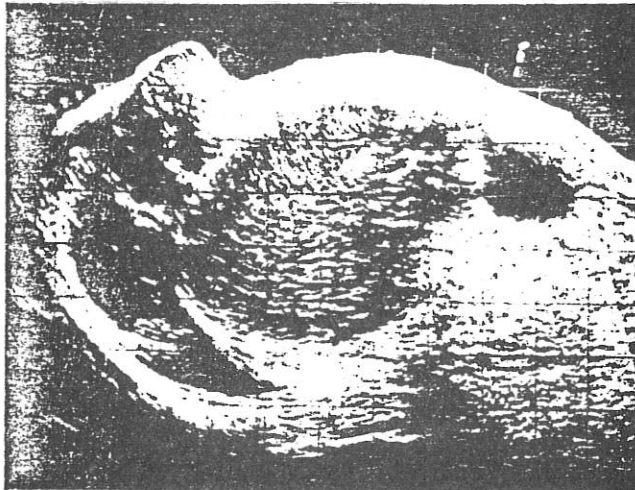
Cet autre malade présente une masse anormale dans la partie droite de l'abdomen. Les images en échographie B manuelle montrent une très grosse tumeur du rein droit qui refoule le foie vers le haut.
